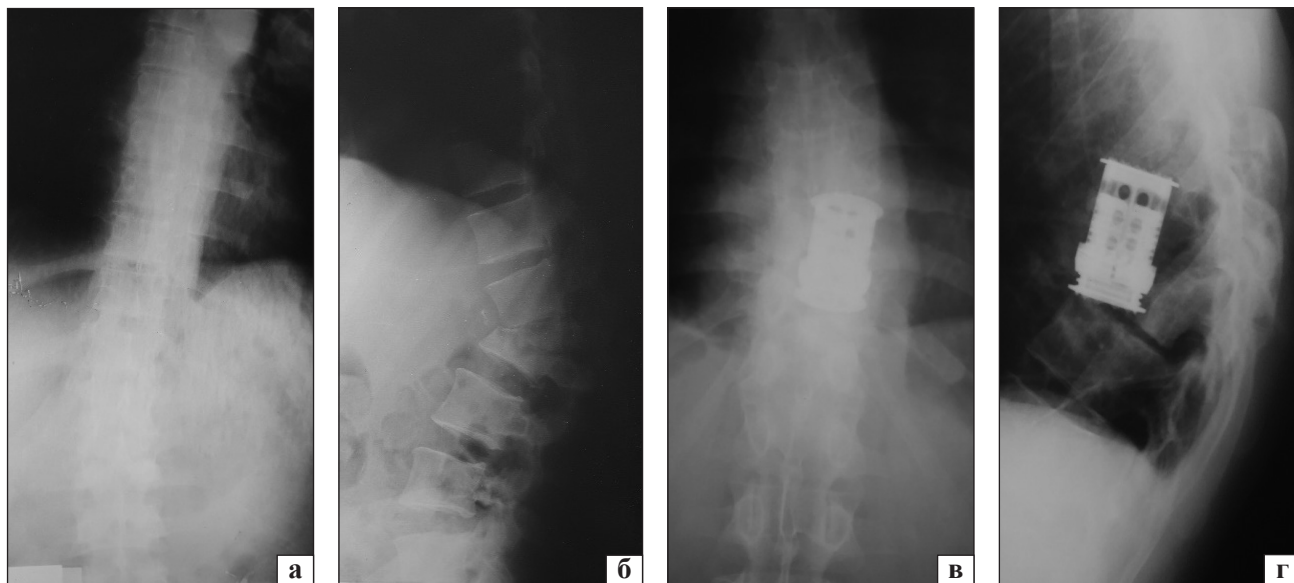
Рентгенограми пацієнта Р.: а, б) до операції, контактна деструкція в сегменті D₈–D₉ із напливним абсцесом, кіфотична деформація в зоні деструкції; в, г) після декомпресійної некретомії та розклинювального спондилодезу титановим телескопічним кейджем
